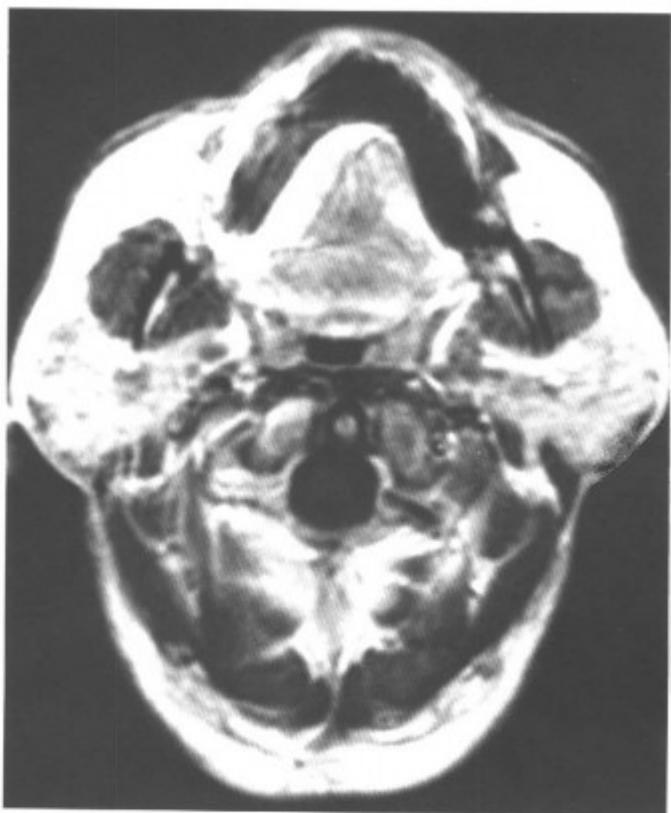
轴位MRI-T₁WI扫描,双侧腮腺肿大信号均匀(同上病例)
